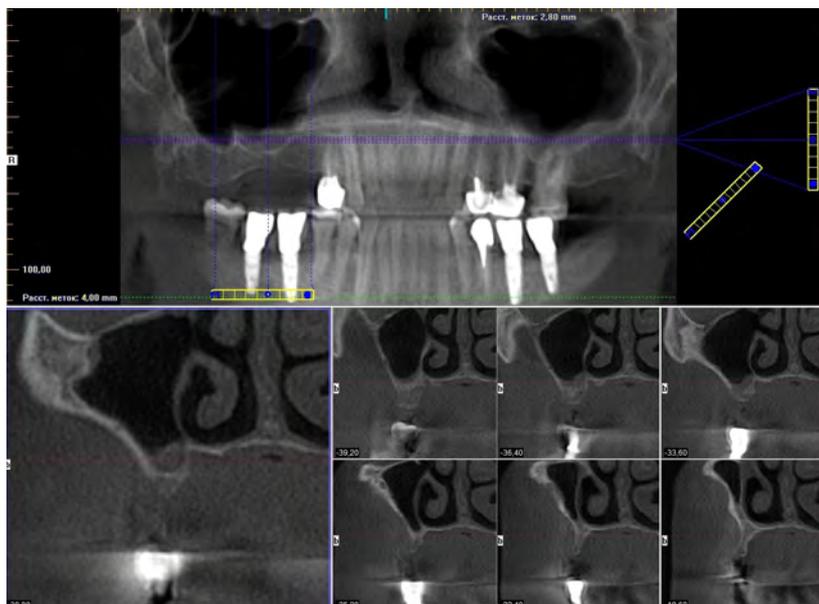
КЛКТ челюстей пациента до операции (сверху) и после протезирования (снизу). До операции: ширина альвеолярного гребня — до 2,4 мм, высота — до 4,0 мм. После операции: ширина — до 9,0 мм, высота — до 13,0 мм [Fig. 2. CBCT of the patient before (on top) and after (on bottom) the denture fixation. Before the operation, the alveolar width measured up to 2.4 mm and the height up to 4.0 mm; after the procedure, it was 9.0 mm and 13.0 mm, respectively]
